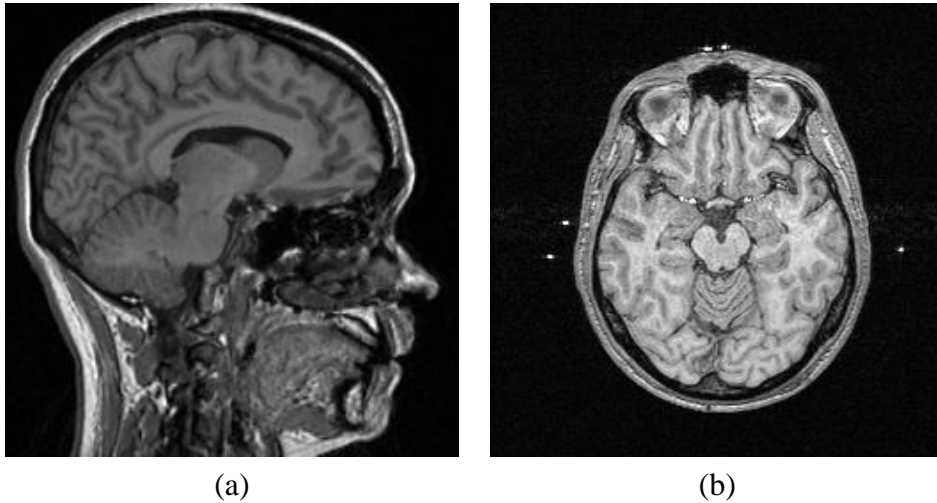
Imagens obtidas através de ressonância magnética.
